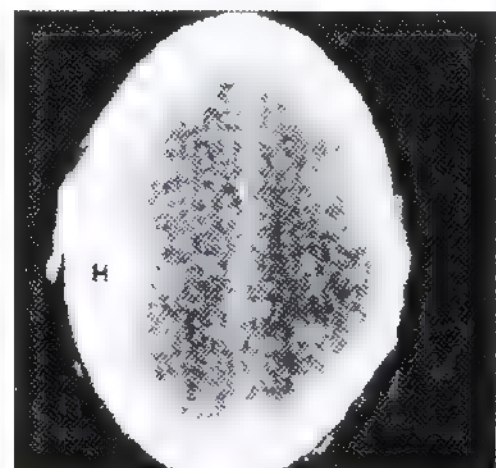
TC transversal de la cabeza. Se observa un hematoma extradural (epidural) (H) en la fosa craneal media izquierda.
